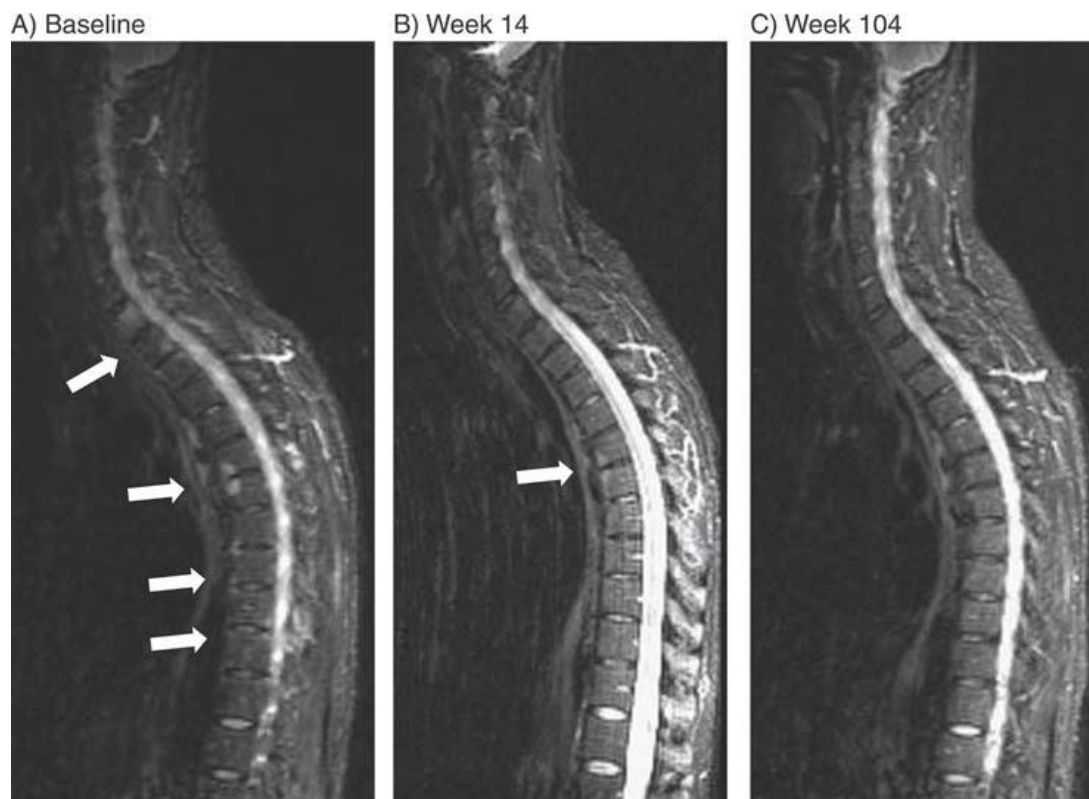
Imagen de resonancia magnética de la zona cervical (C) y torácica (T), de base, en la semana 14 (Panel B) y en la semana 104 (Panel C) de pacientes que recibieron golimumab 50mg y que en la semana 16 cambiaron a golimumab 100mg. Imágenes de corte sagital Short Tau Inversion Recovery (STIR) que muestra una lesión múltiple vertebral activa, particularmente en C7/T1 y T6/T7 de base (Panel A). Lea actividad espinal fue decreciendo en la semana 14 (Panel B) y acercándose a la normalidad en la semana 104 (Panel C). Nota: Las imágenes aquí expuestas, son representativas pero no exhaustivas²⁷.
